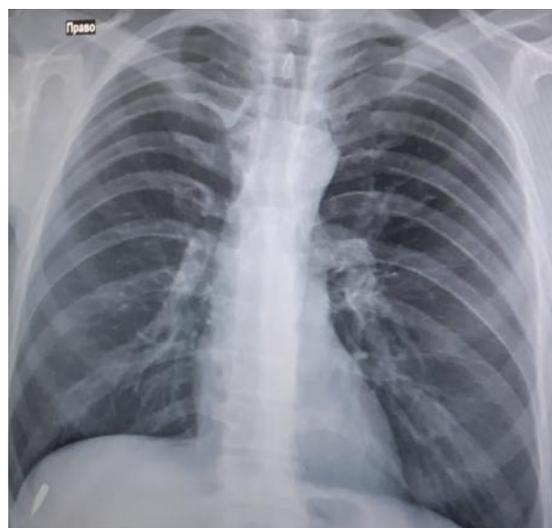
То же. На передней проекции грудной клетки, в правой доле печени определяется светлое линейное образование (левая нижняя часть рентгенограммы)
